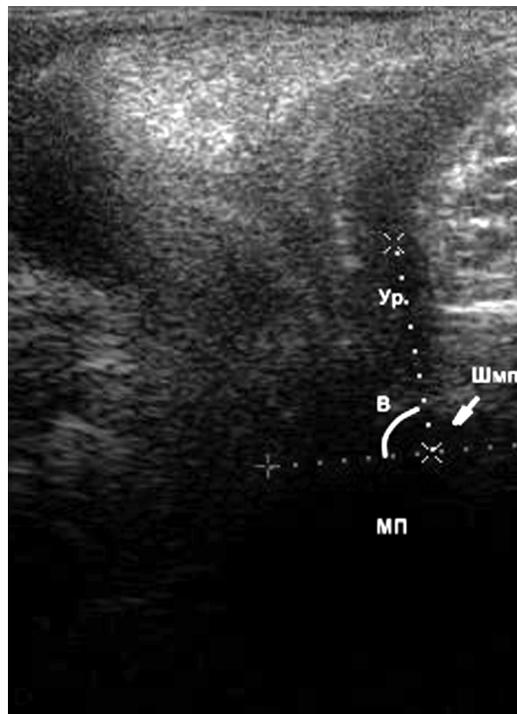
УЗИ тазового дна в норме при проведении пробы с удержанием (задний уретерovesикальный угол B уменьшился до 86° , Шмп отклонилась к лобку).
